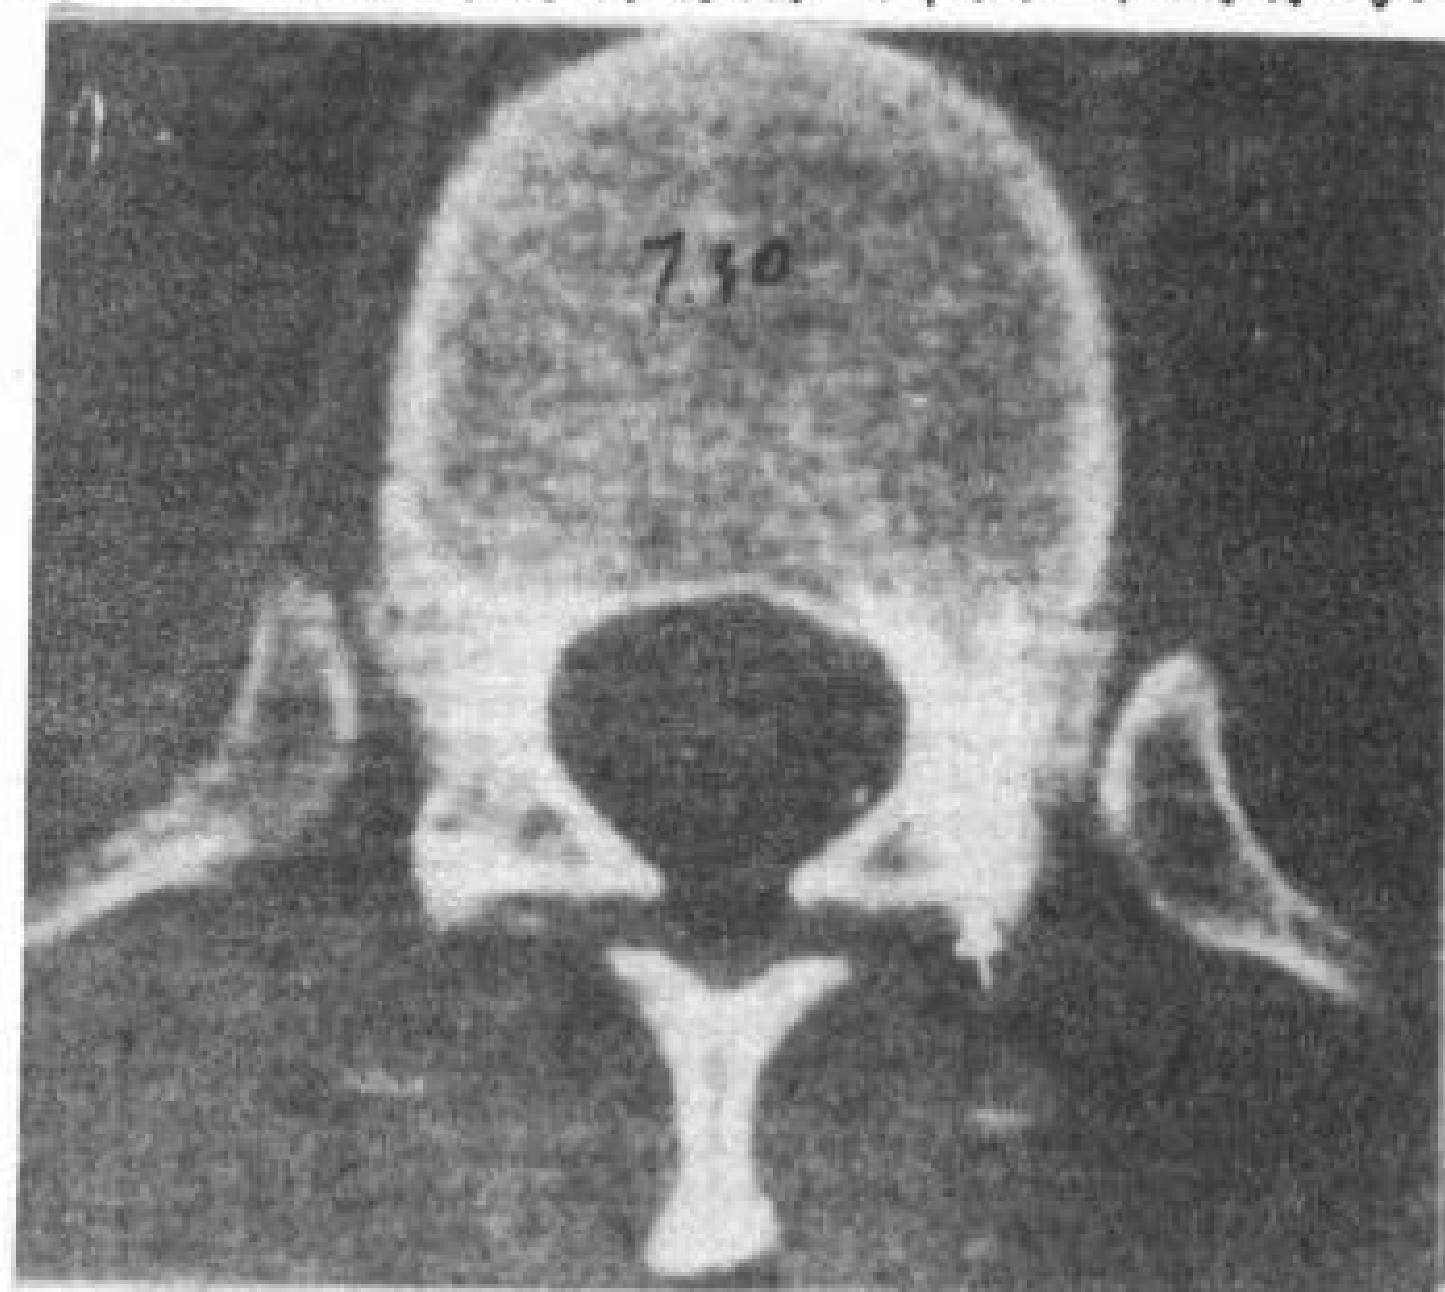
骨岛, T<sub>12</sub>CT 横断, 骨岛位于左侧椎弓根。
